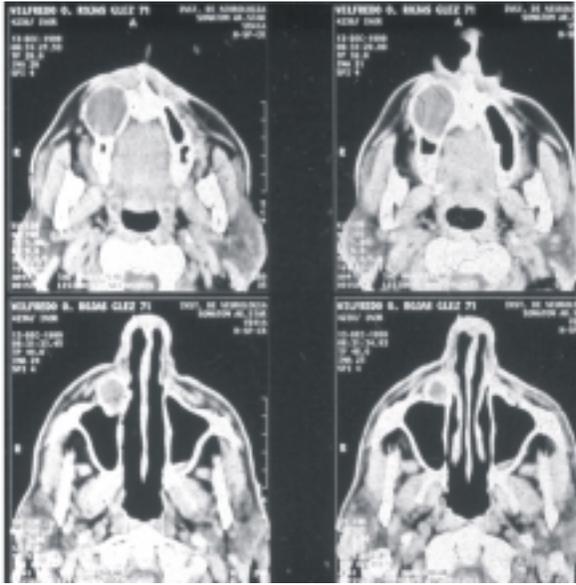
Cortes de un sujeto con un quiste en el maxilar y otro en la mandíbula, obtenidos por tomografía axial computarizada (TAC). Este estudio define con claridad las características de las lesiones como su forma, bordes, situación y contenido.
